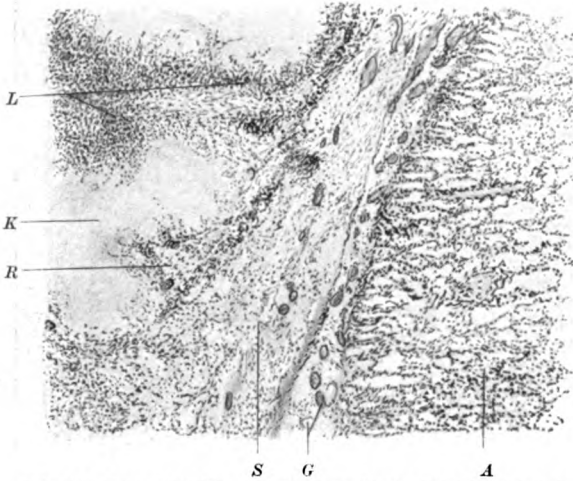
Von Fall VI. Produktiver Herd, Absceßbildung durch Mischinfektion. Klinisch rapide Kavernenbildung. Im Röntgenbild ganz verwaschene pneumonische Schattenflecke. Makroskopisch nicht prominent.
